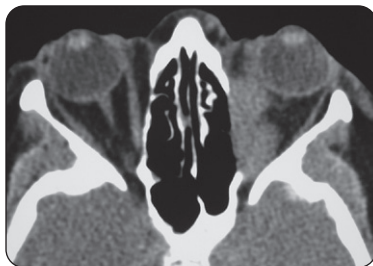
TDM en coupe axiale dans une orbitopathie inflammatoire idiopathique gauche
